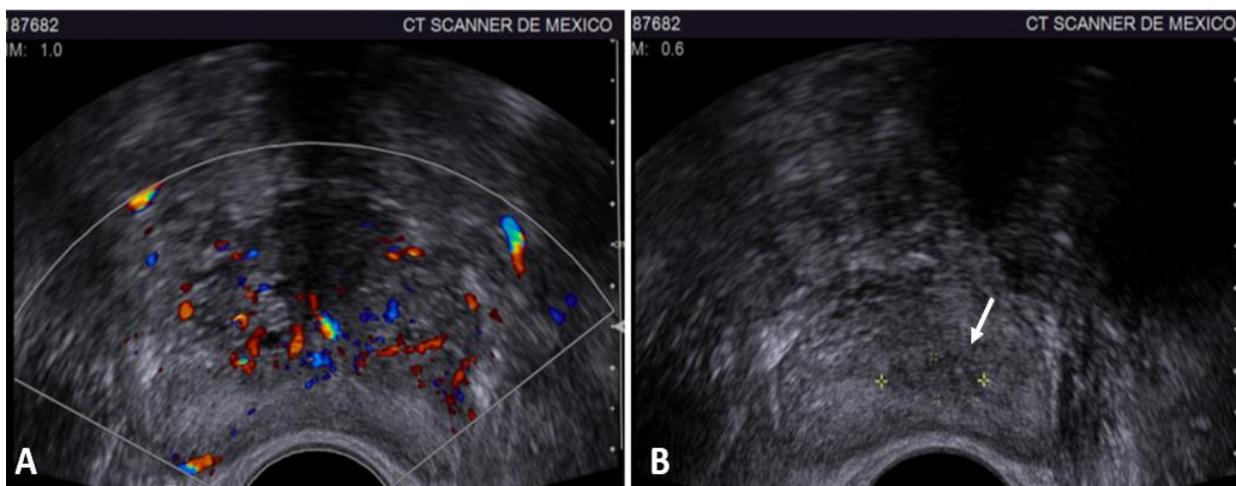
Ultrasonido transrectal en paciente masculino de 51 años con prostatitis conocida. En la imagen A se observa un incremento difuso de la vascularidad en la zona transicional. En la imagen B existe una zona hipoecoica focal en tercio apical de zona periférica en el lóbulo izquierdo (flecha), hallazgos relacionados con prostatitis.
